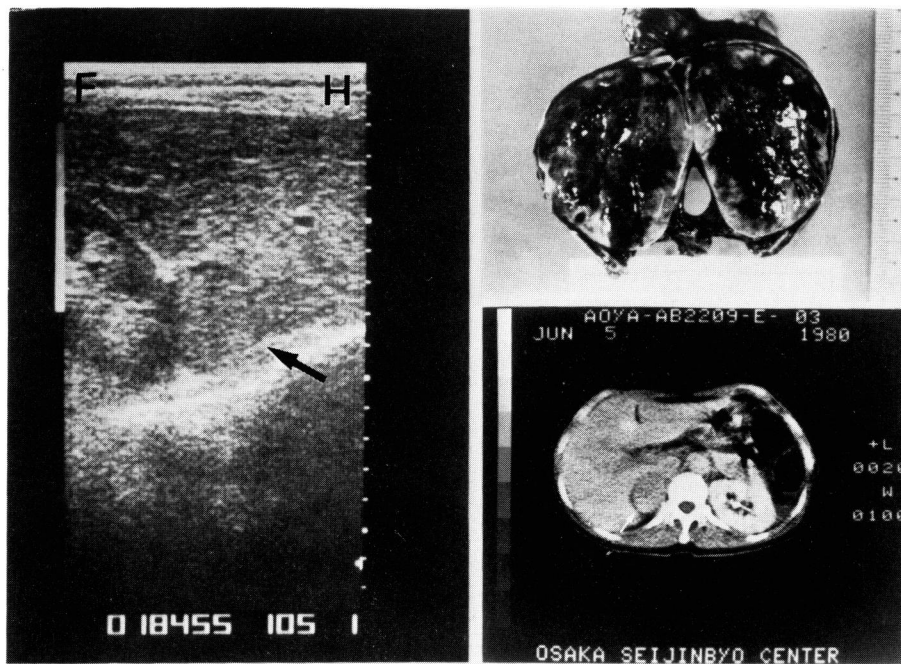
Pheochromocytoma (arrow) is demonstrated at the upper pole of the right kidney by ultrasonography and CT. Its cut surface proves the accuracy of the depiction. (H=head, F=feet)
